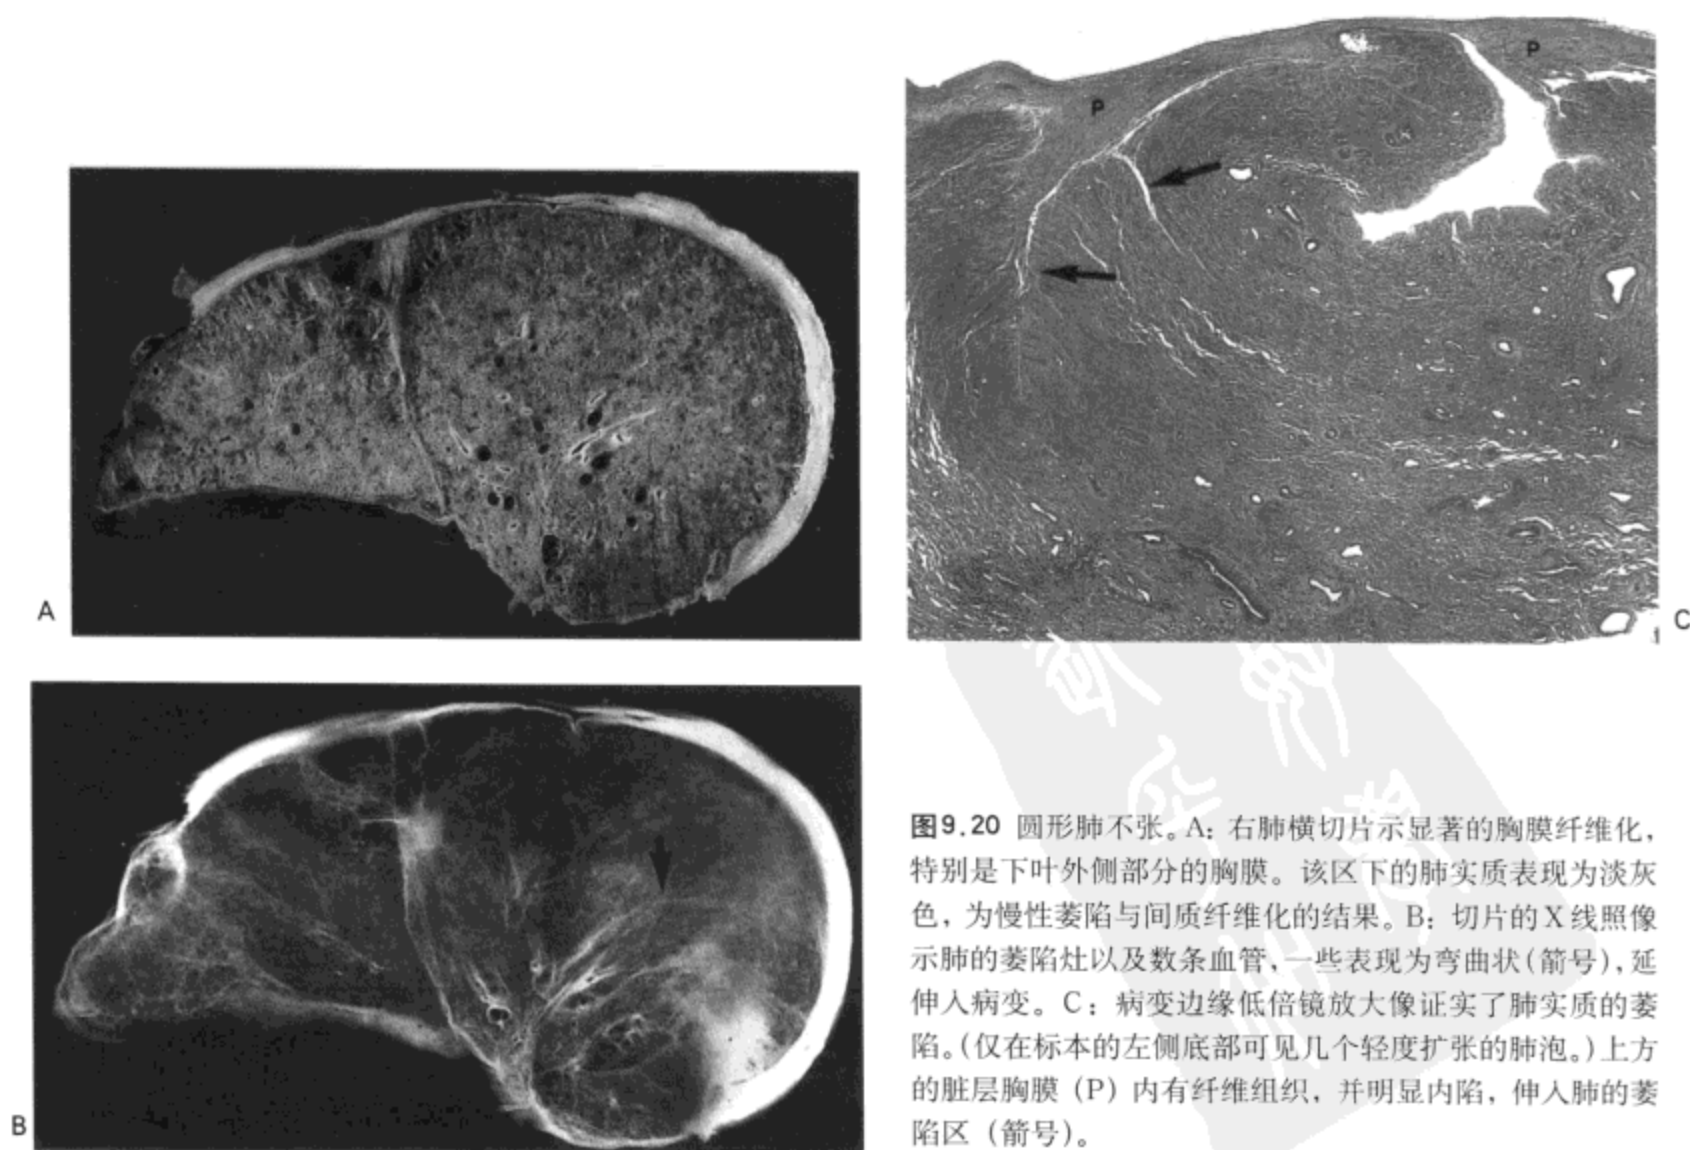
圆形肺不张。A：右肺横切片示显著的胸膜纤维化，特别是下叶外侧部分的胸膜。该区下的肺实质表现为淡灰色，为慢性萎陷与间质纤维化的结果。B：切片的X线照像示肺的萎陷灶以及数条血管，一些表现为弯曲状（箭号），延伸入病变。C：病变边缘低倍镜放大像证实了肺实质的萎陷。（仅在标本的左侧底部可见几个轻度扩张的肺泡。）上方的脏层胸膜（P）内有纤维组织，并明显内陷，伸入肺的萎陷区（箭号）。
